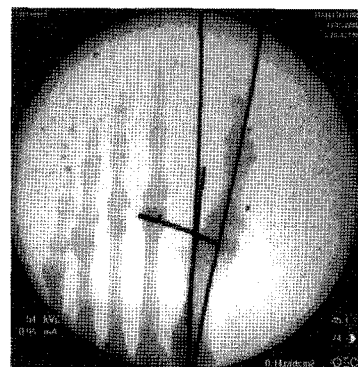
AP radiograph of the ankle saw bone<sup>®</sup> fixed to wood-block under the C-arm after Ludloff osteotomy.
